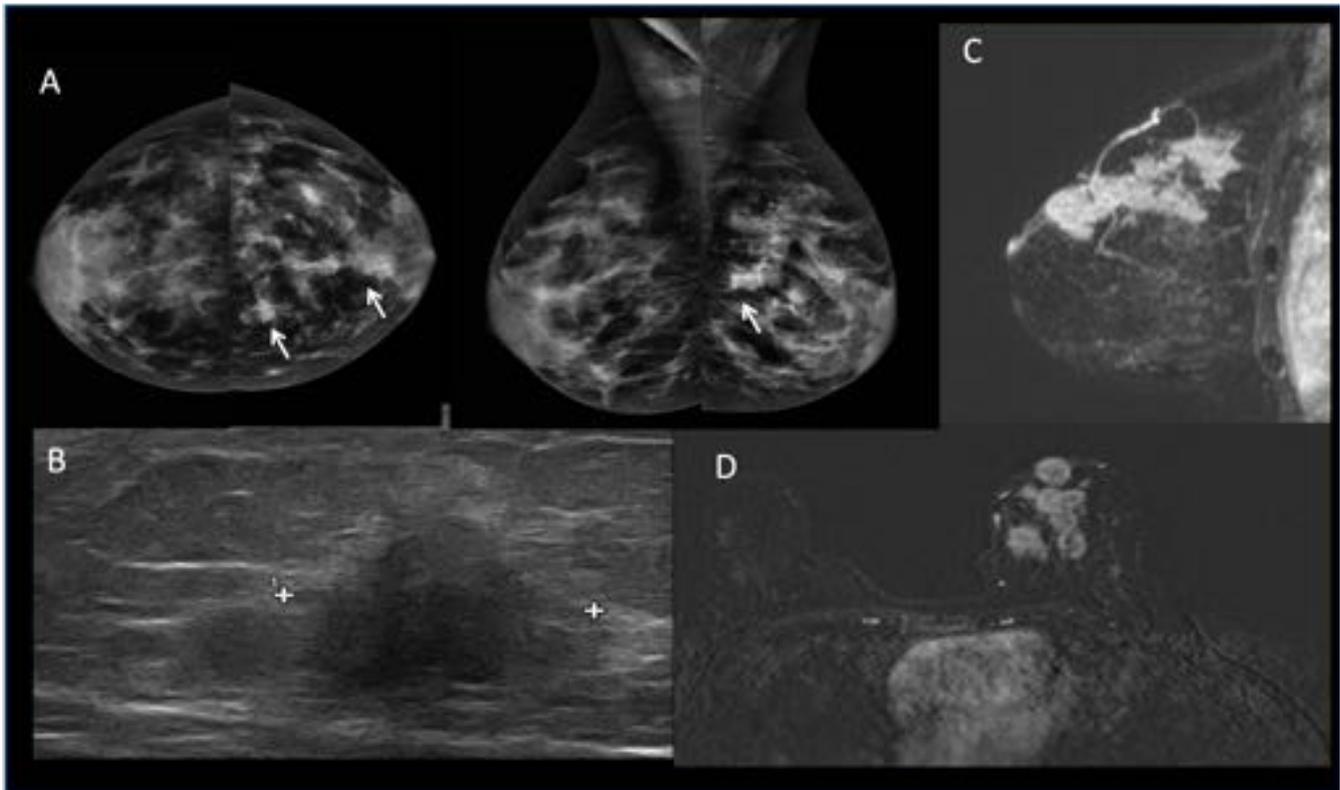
Paciente 3. A- Mamografía: Nódulos irregulares, márgenes espiculados, de alta densidad en CSI de mama izquierda. B- Ecografía: nódulo irregular, heterogéneo con halo hiperecogénico. C y D- RM reconstrucción MIP sagital (C) y axial (D) T1 supresión grasa con contraste: múltiples nódulos confluentes redondos e irregulares, heterogéneos. BR 5: CDI multifocal, metástasis ganglionar
